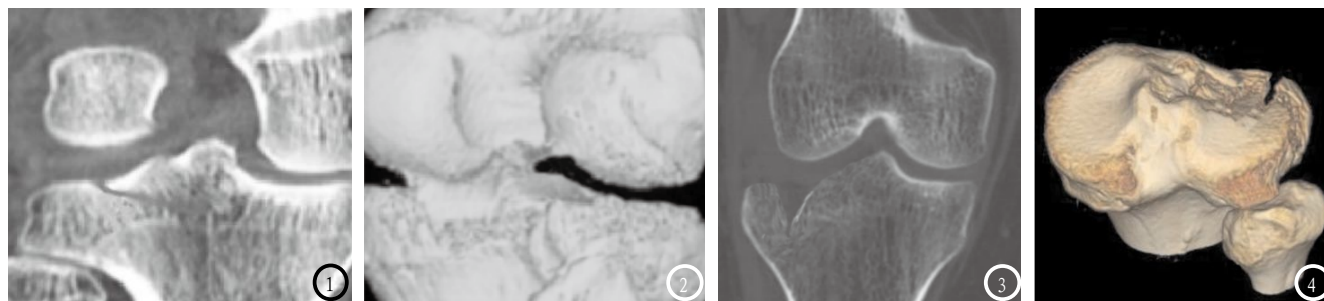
男性, 33岁, CT检查诊断为I型胫骨平台骨折。图1位MPR重建图像, 图2为SSD立体图像。图3-4 男性, 25岁, CT检查诊断为II型胫骨平台骨折。图3为MPR重建图像, 图4为VR图像。
